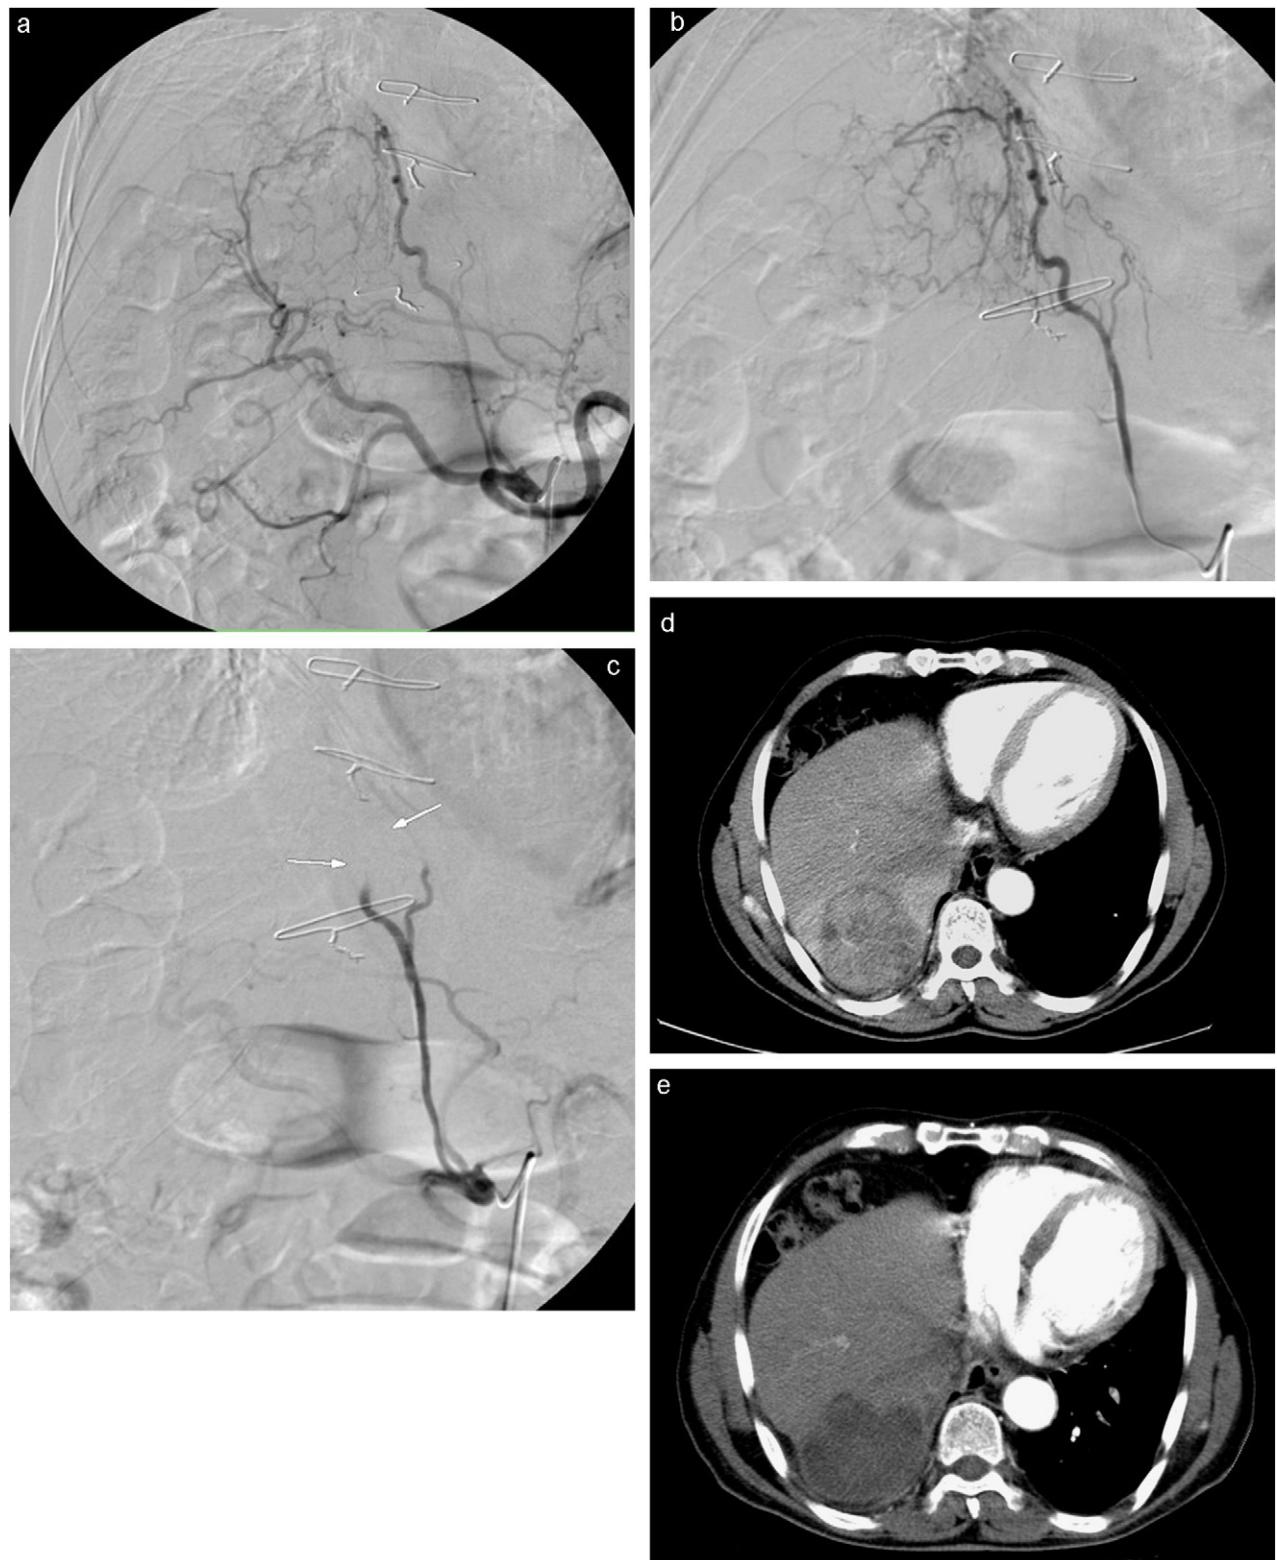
Angiografia que muestra gran LOE hepática hipervascular de 6 cm dependiente de arteria frénica derecha y hepática derecha (a y b), con excelente resultado en control postembolización (c). Cortes axiales de TC de junio de 2008 previo a quimioembolización que muestran la lesión hiperdensa en relación con CHC (d) y control realizado en febrero de 2009 tras 2 sesiones de TACE de precisión que muestra la imagen hipodensa sin captación de contraste iv, en relación con respuesta completa (CR) (e).
